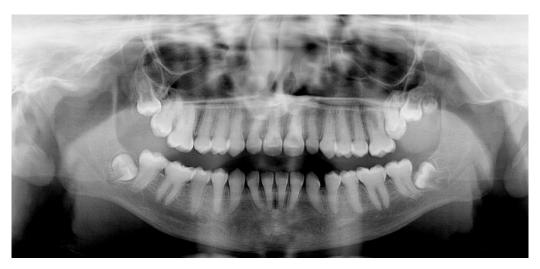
orthopantomogramme d'un patient atteint de dentinogenèse imparfaite
